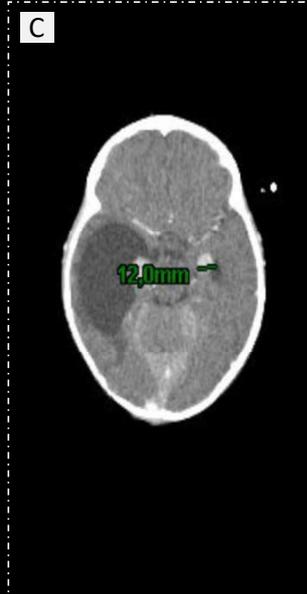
TOMOGRAFIA DE CRÂNIO- CORTES AXIAL
